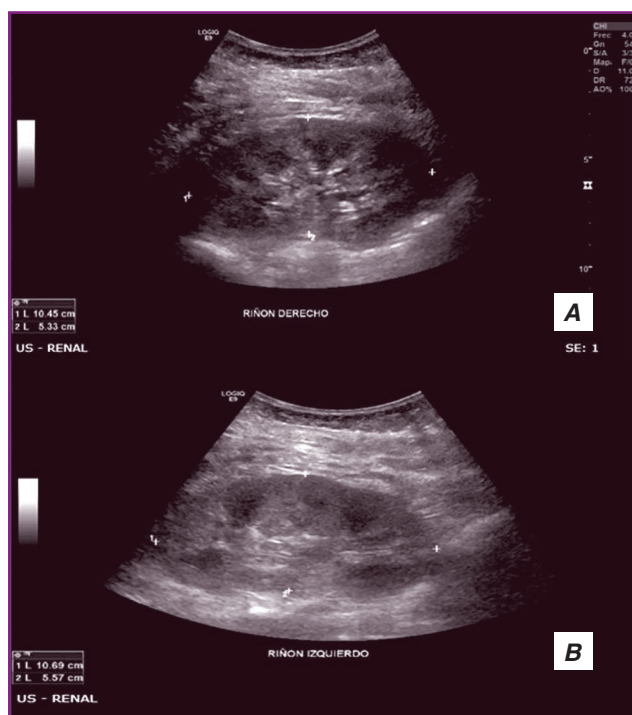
Bilateral renal ultrasound. A — right kidney, B — left kidney. Both kidneys have a normal morphology, position, and echogenicity. The cortico-medulla relationship is preserved. The dimensions of the left kidney are 10.6 × 9.5 × 4 cm, and the dimensions of the right kidney are 10.4 × 5.3 × 4 cm. There is no dilation in the renal pelvis or calyces, and no renal calculi are observed
